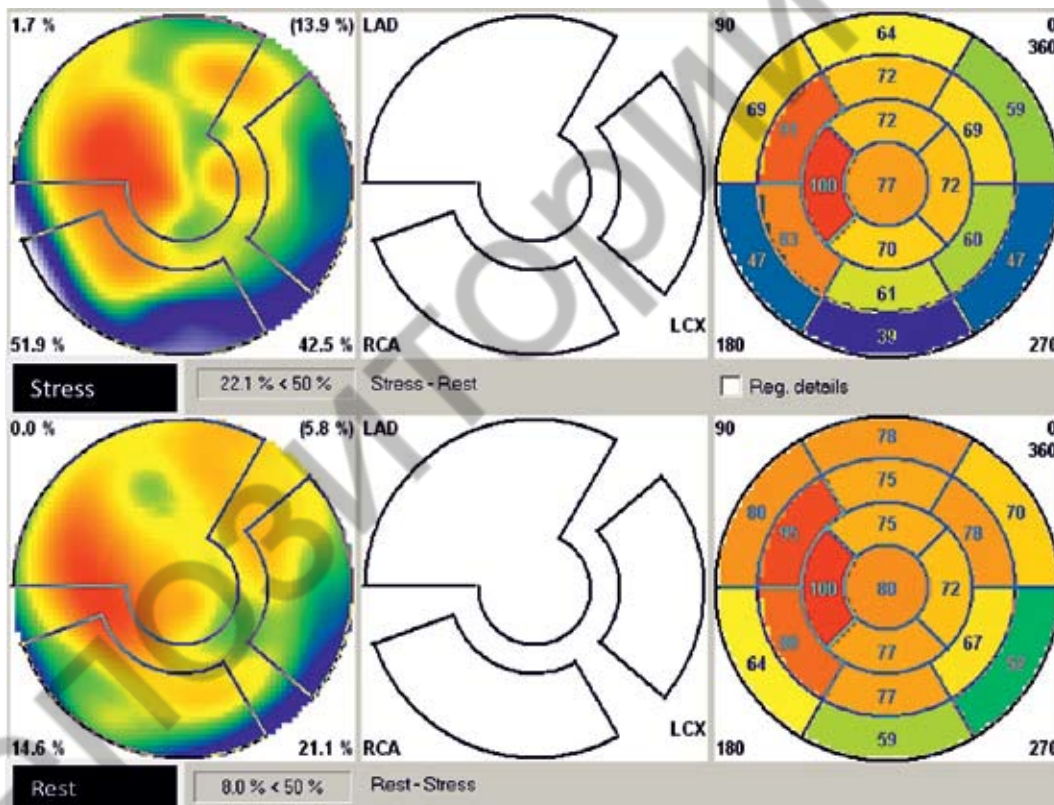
Фрагмент сцинтиграммы 54-летнего пациента Н. при проведении ОФЭКТ в покое (Rest) и при фармакологическом нагрузочном тесте (Stress)
